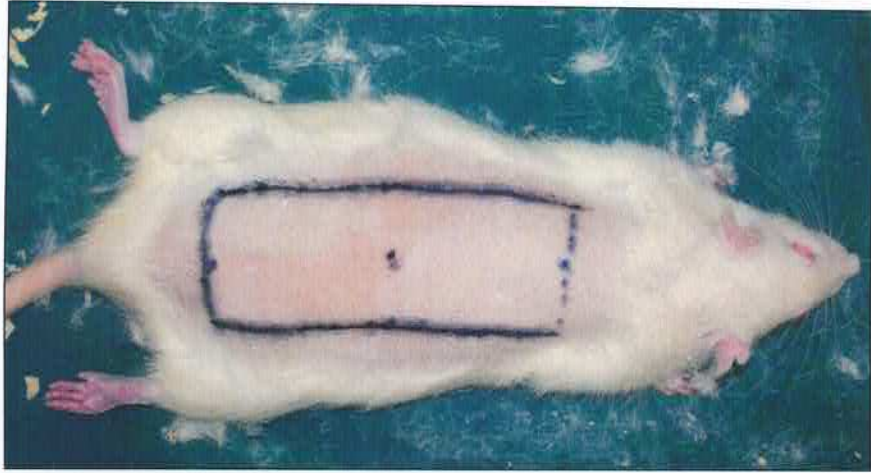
Demarcação da área do retalho e marcação dos pontos de CT (base e centro).
